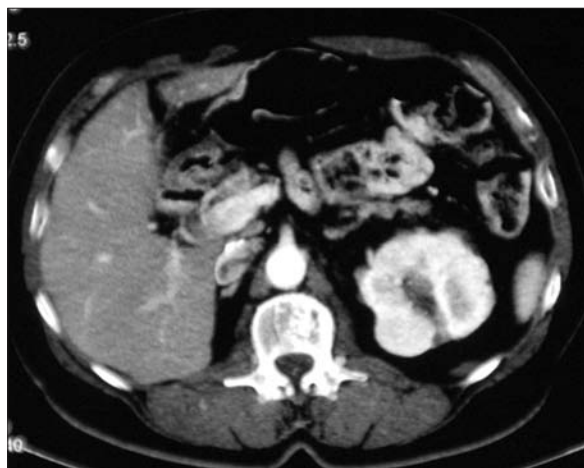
Caso 3: tomografía computarizada antes del tratamiento que muestra un nódulo hipercaptante de 3,2 cm, excéntrico, en el polo superior del riñón izquierdo.
